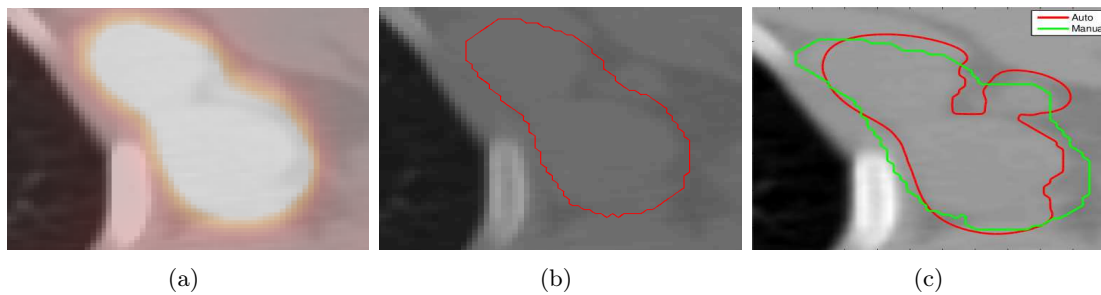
Résultats de segmentation pour le ganglion. (a) Superposition des images TEP et TDM. (b) Résultat de segmentation avec la méthode vectorielle (c) Résultat de segmentation avec la méthode utilisant une pondération variant spatialement, le contour manuel est également représenté (en vert).
